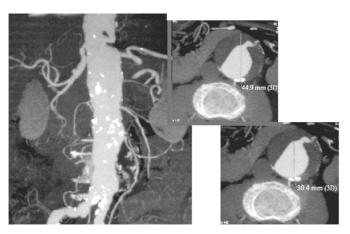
Angio-RMN di aneurisma iuxtarenale
